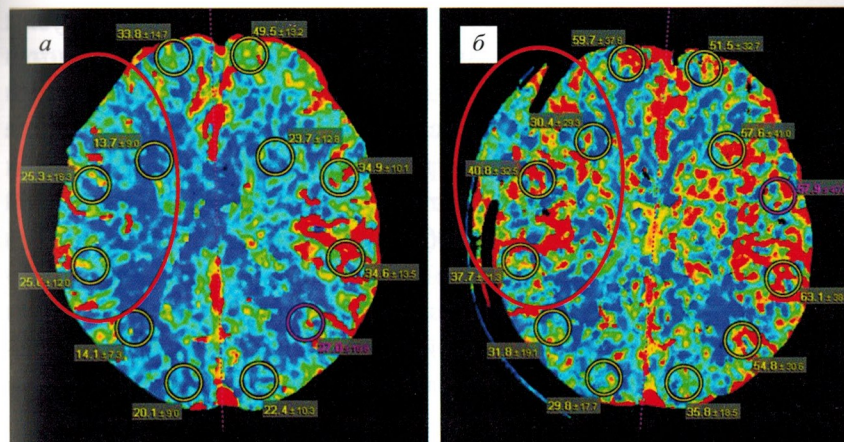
Перфузионные томограммы больного Т., 60 лет.
